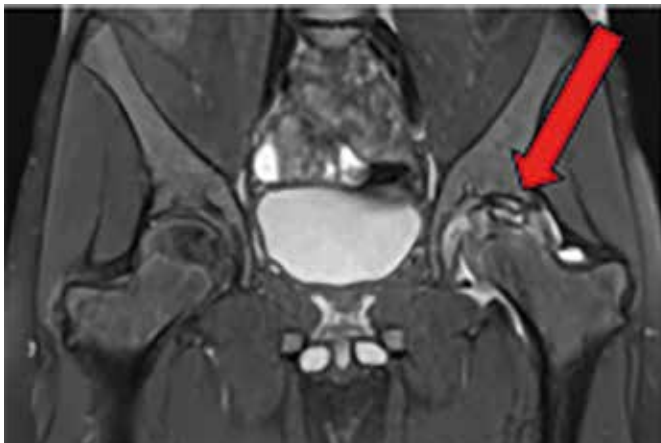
Fallvignette 4, MRT-Untersuchungen zeigen eine Hüftkopfnekrose mit ausgedehnter Destruktion des linken Hüftkopfes
